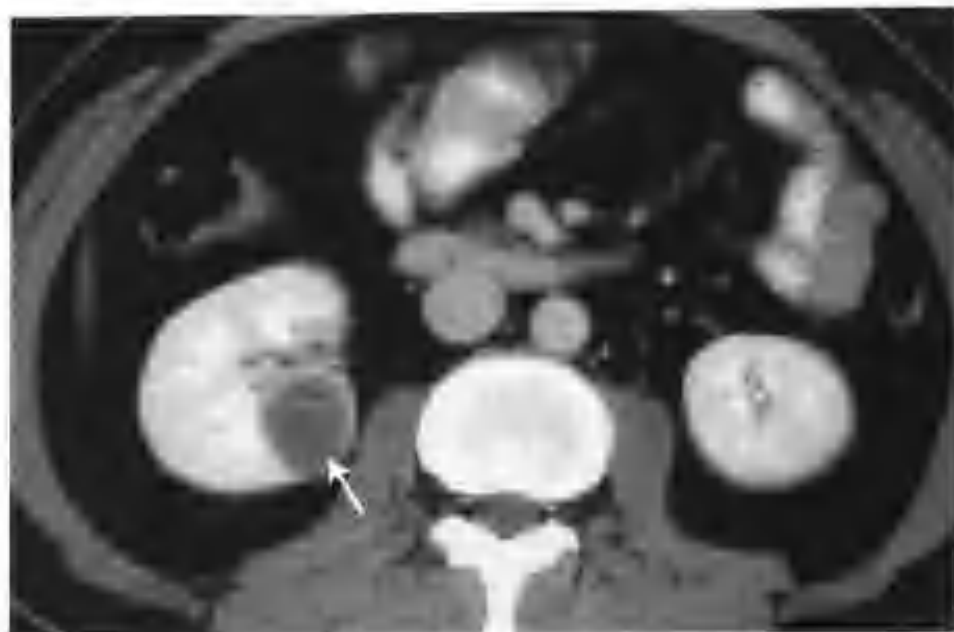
与图 2-1-63 为同一病例, 实质期病灶 CT 值 37HU (箭头), 无明显变化
